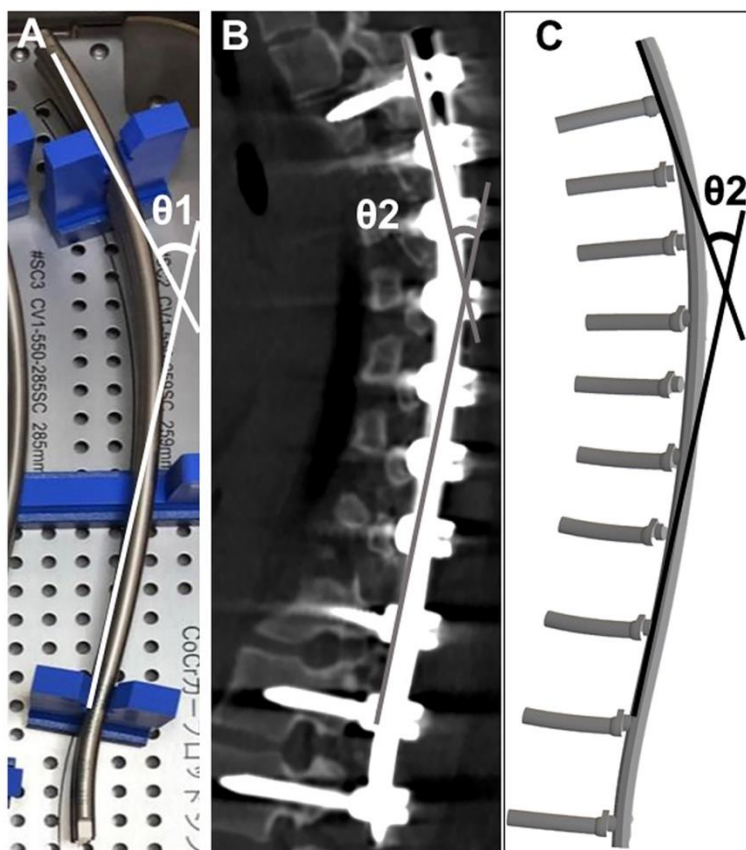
術前後のロッド角. 術前ロッド角 ( $\theta 1$ )はロッド設置前に近位側と遠位側の接線間の角度を計測した (A). 術後ロッド角 ( $\theta 2$ )は術後 CT (B)とシミュレーションモデル (C)から計測した.
